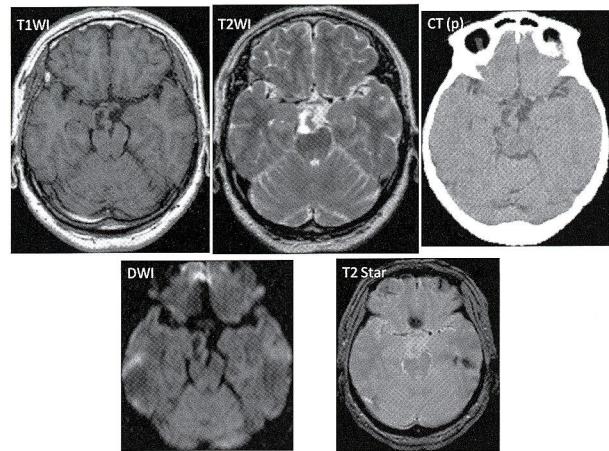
MRI T1WI: iso intensity, T2WI: low intensity, T2 Star: hemosiderin (-), Diffusion image: iso, CT plain: calcification (-)
